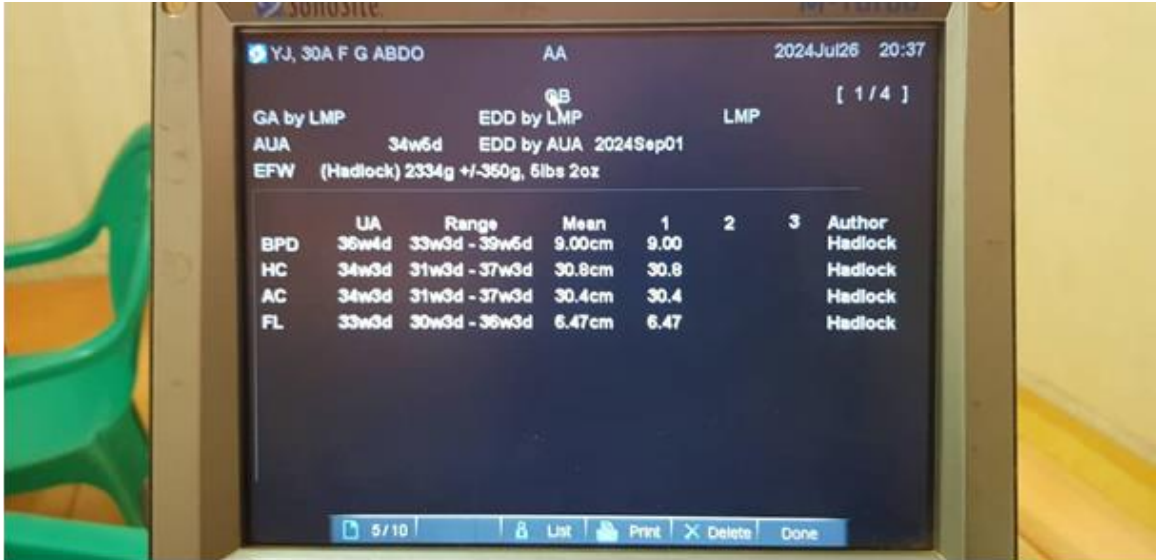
Rapport de l'échographie de datation
